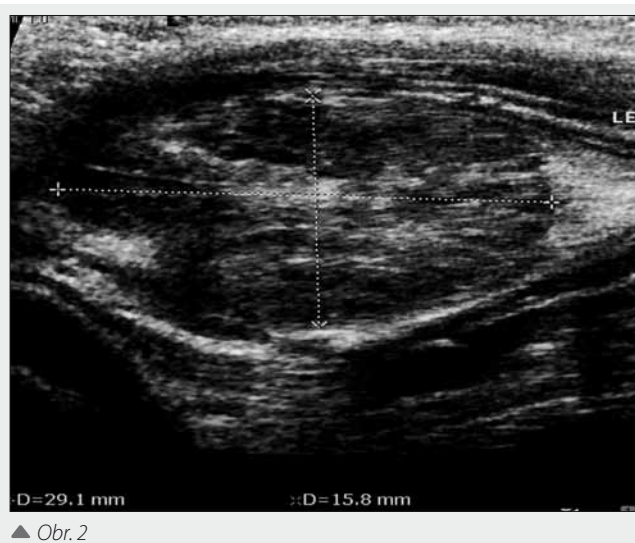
Ultrazvukové vyšetření. A – vstupní ultrazvukové vyšetření heterogenní léze v levé axille; B – dopplerovské zobrazení
